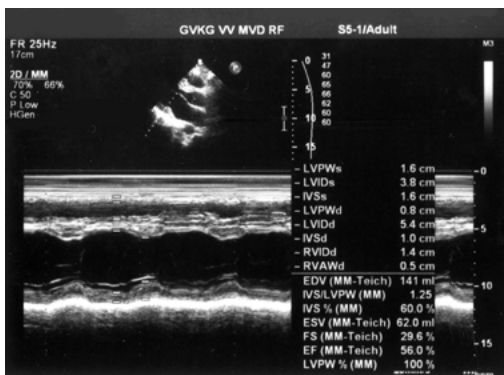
Данные эхокардиографии через 2 сут после операции
